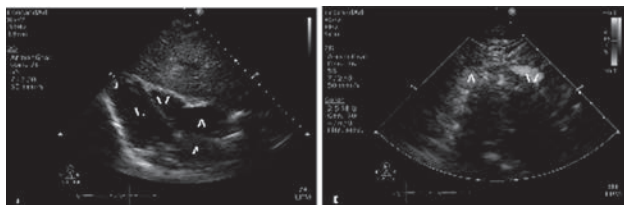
Ecocardiograma transtorácico en proyección subcostal en el que se observa: A) Ápex (A) a la derecha, con adecuada disposición del ventrículo derecho (VD), ventrículo izquierdo (VI), aurícula derecha (AD) y aurícula izquierda (AI), conservando la relación anatómica y sin mostrar ninguna malformación. B) Proyección subcostal en la que se observa el *situs inversus* abdominal, con la aorta (Ao) a la derecha y la vena cava (VC) a la izquierda.
